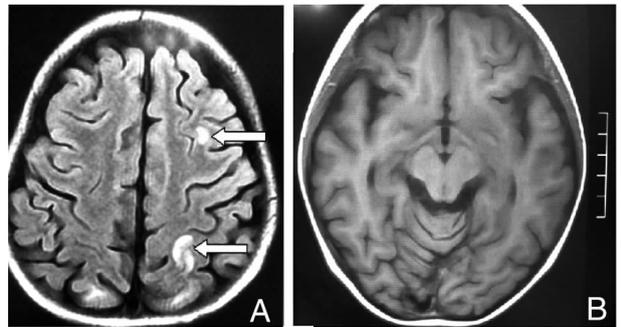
颅脑MRI影像 A:化疗第30天头MRI显示顶、枕部多发病灶,箭头所示; B:诱导结束出院1个月后原有病灶消失。
